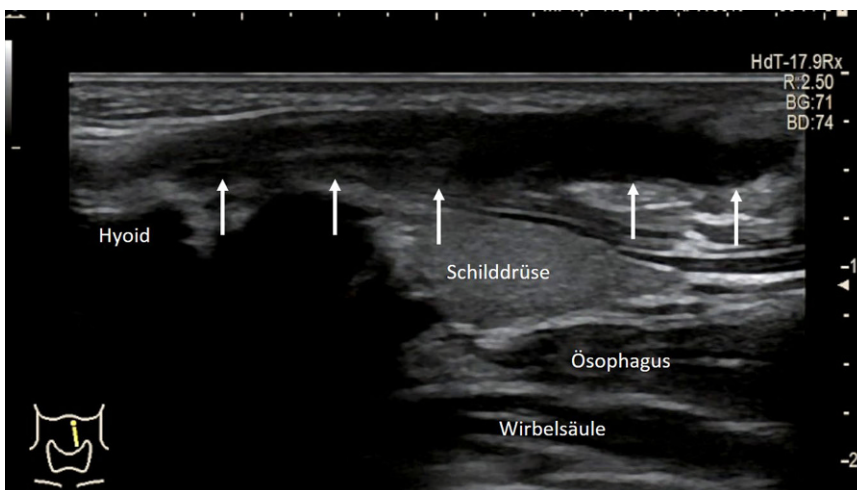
▲ Sonographie der Halsweichteile, Schallkopf längs ausgerichtet. Echoleere Gangstruktur mit dorsaler Schallverstärkung (*Pfeile*) vom Os hyoideum (Hyoid) bis nach jugulär ziehend. Die Gangstruktur überragt die Schilddrüse nach kaudal. (© Schöndorf D)
